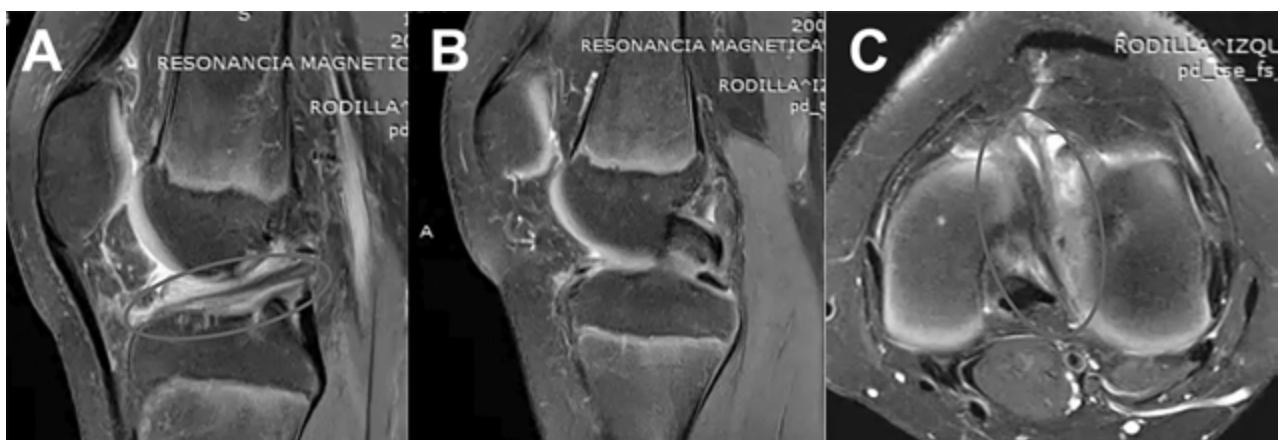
Estudio postoperatorio de resonancia magnética de la paciente de la figura 7. A) Corte sagital. El óvalo destaca el trayecto intraarticular sin túneles del injerto de la bandeleta ilirotibial. B) Corte sagital. El óvalo destaca la fijación tibial distal con elemento de sistema sin nudos a manera de poste cortical, suplementando la sutura perióstica del injerto. C) Corte axial. El óvalo denota el trayecto intercondíleo del injerto de la bandeleta ilirotibial.
